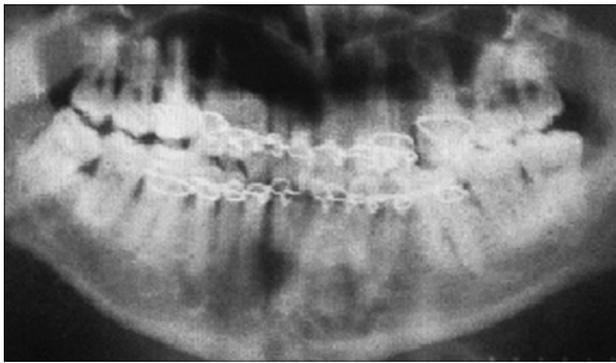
Ортопантомограмма пациента через 1 сут после наложения на зубных шин.
